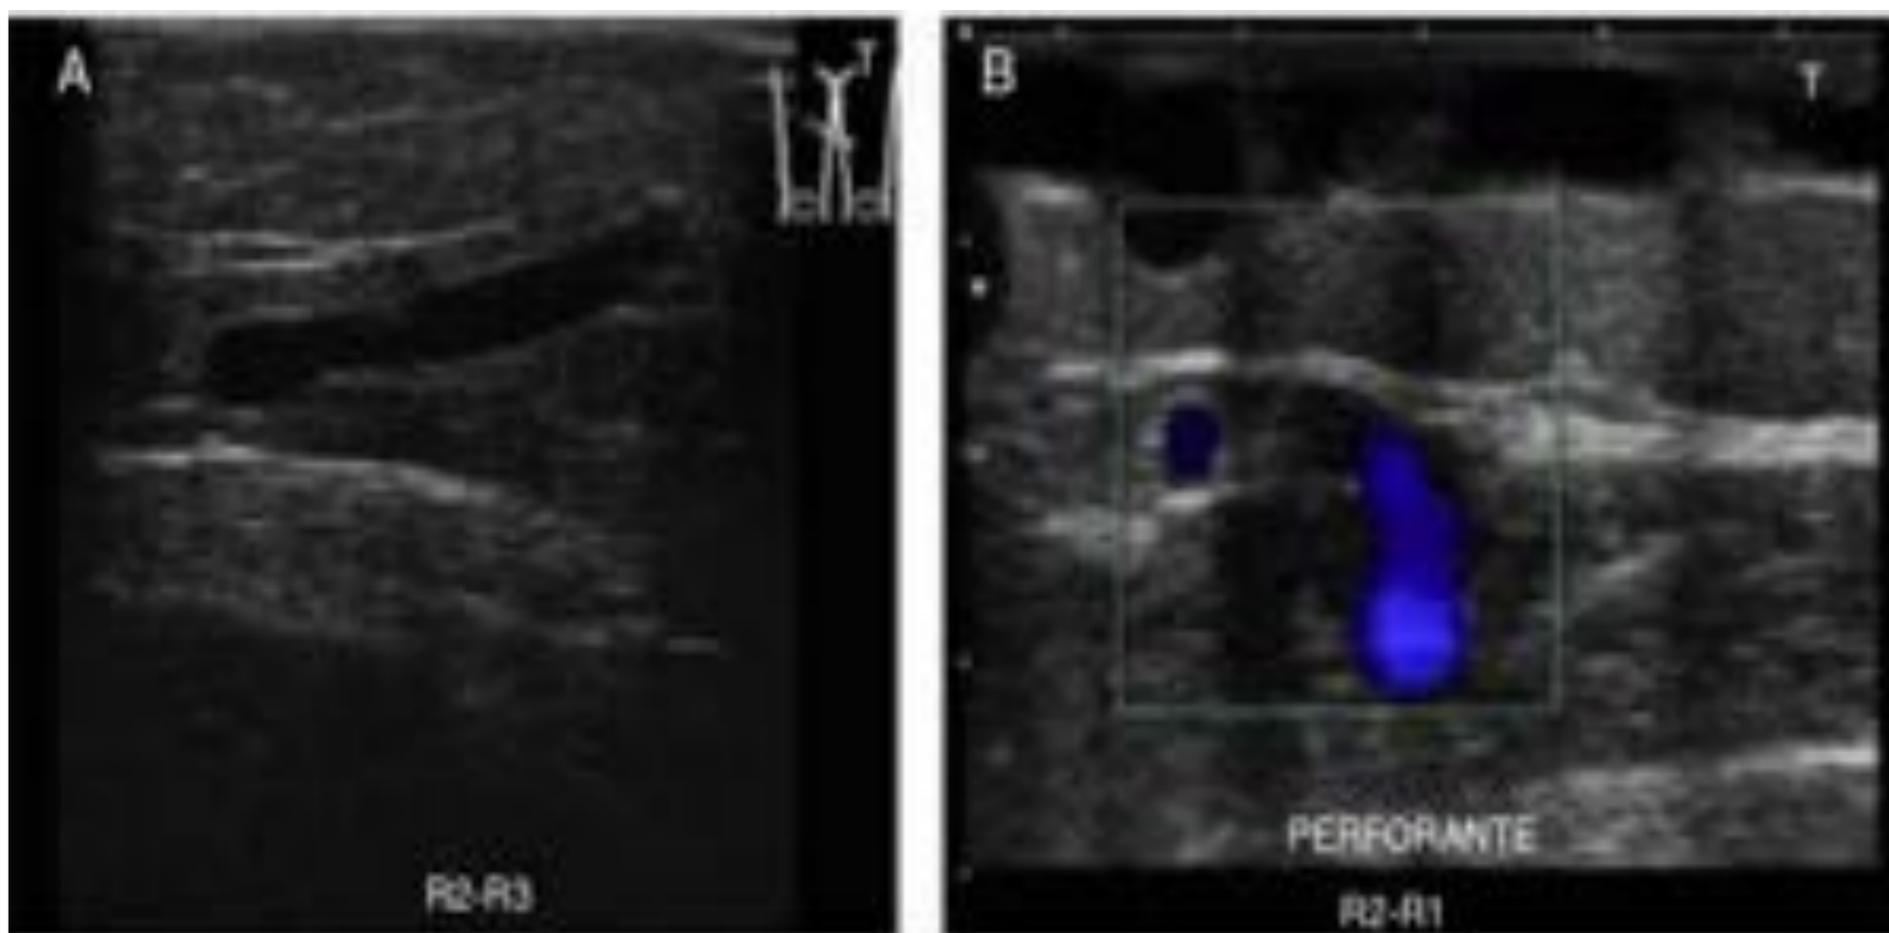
Ecografía en modo B y Doppler color de extremidad inferior. A) Punto de fuga R2-R3. B) Punto de entrada R2-R1.
